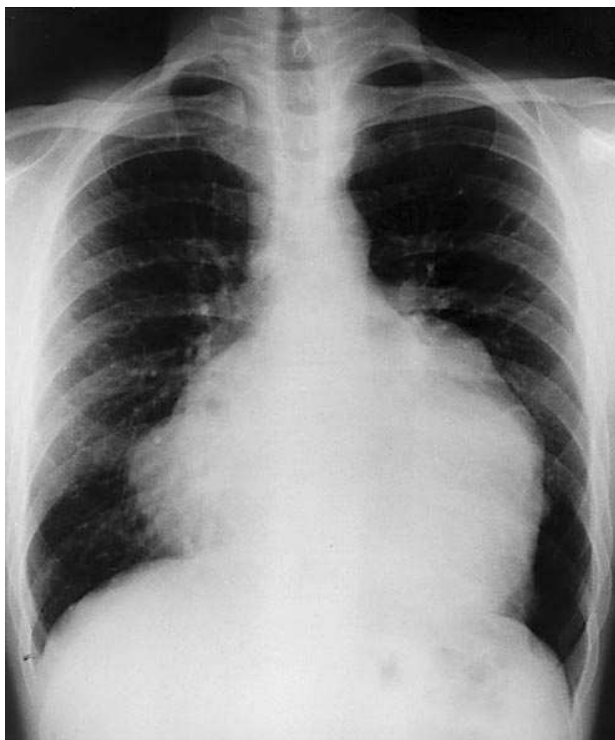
Radiografía posteroanterior de tórax. Cardiomegalia con lobulación de la silueta cardíaca bilateral sin afectación de los campos pulmonares.
